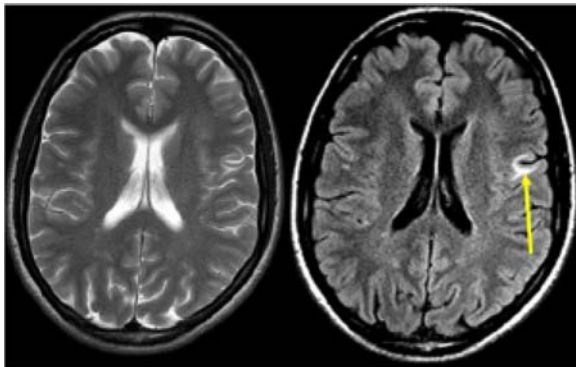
Seqüència transversal ponderada en T2 (esquerra) i T2-FLAIR (dreta) en un pacient amb esclerosi múltiple. S'observa una lesió en situació juxtacortical en el lòbul frontal esquerra (fletxa), afectant les fibres en «U», que s'identifica de forma més evident amb la seqüència T2-FLAIR que amb la seqüència T2 convencional.
